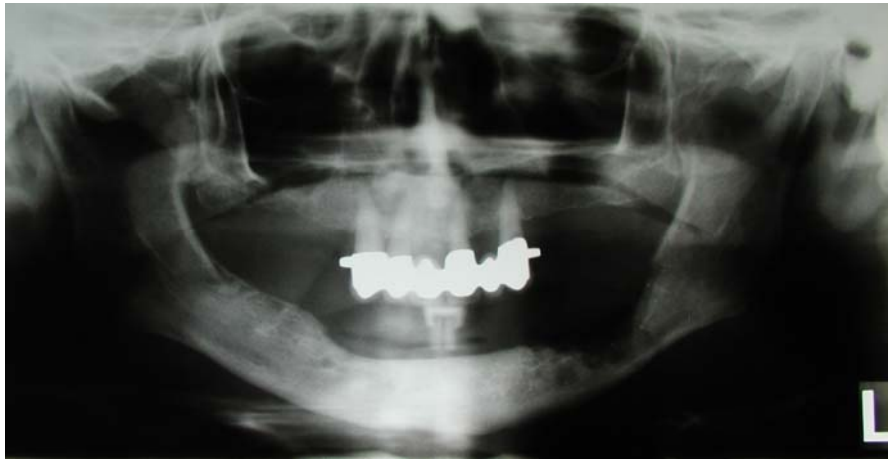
Osteoradionekrose (Orthopantomogramm)
